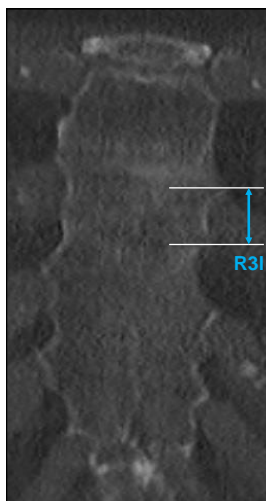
Messung des Werts R im koronaren CT-Bild. Vergrößerter Bildausschnitt aus Abbildung 15b mit Ansicht des Sternums von ventral und Messvektor für den Wert $R3I$ (hellblau) inklusive Hilfslinien (weiß) zur Markierung der Begrenzungen des jeweiligen Rippenansatzes.
